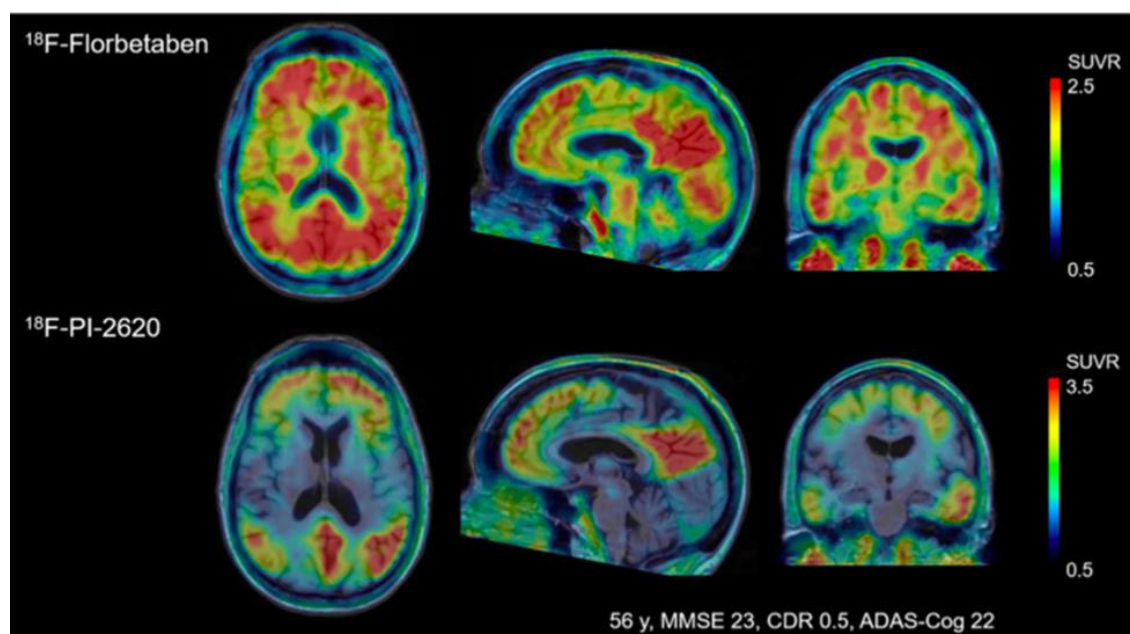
Comparação entre PET ^{18}F -florbetaben e PET ^{18}F -PI-2620 no mesmo indivíduo. Obtido de 72
